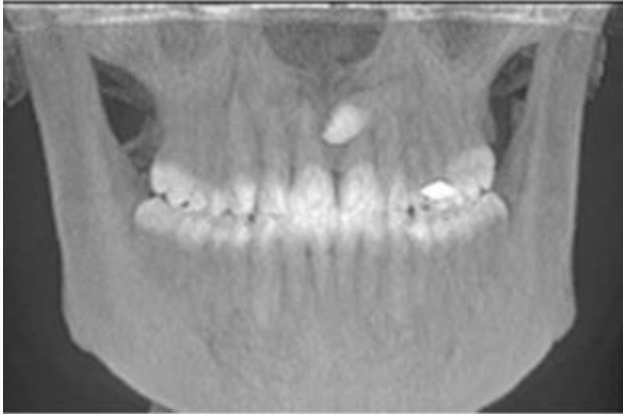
Telerradiografia frontal do andar inferior da face. É possível observar a inclusão do 23.
